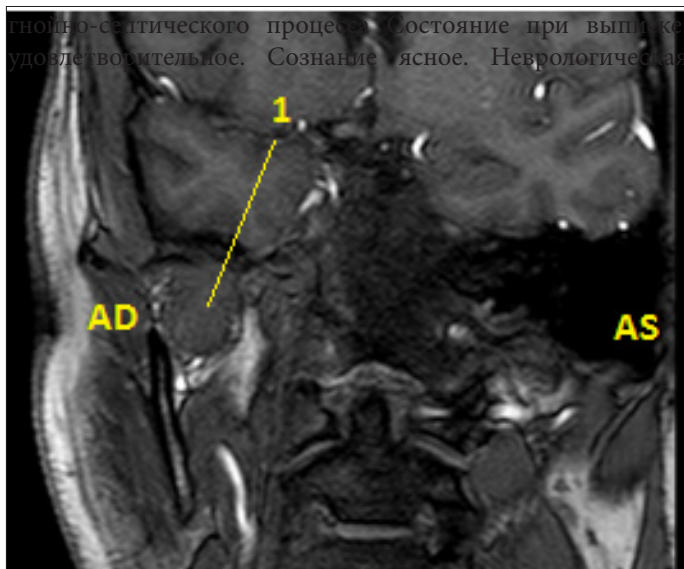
Магнитно-резонансная томография головы через 14 месяцев с момента последней операции. Коронарная проекция. AD - структуры правого уха. Полное отсутствие воздушности среднего уха вследствие облитерации послеоперационной полости аутоканями; AS - структуры левого уха. Нормальная воздушность полости среднего уха и ретротимпанальных отделов; 1 - аутожировая ткань.
